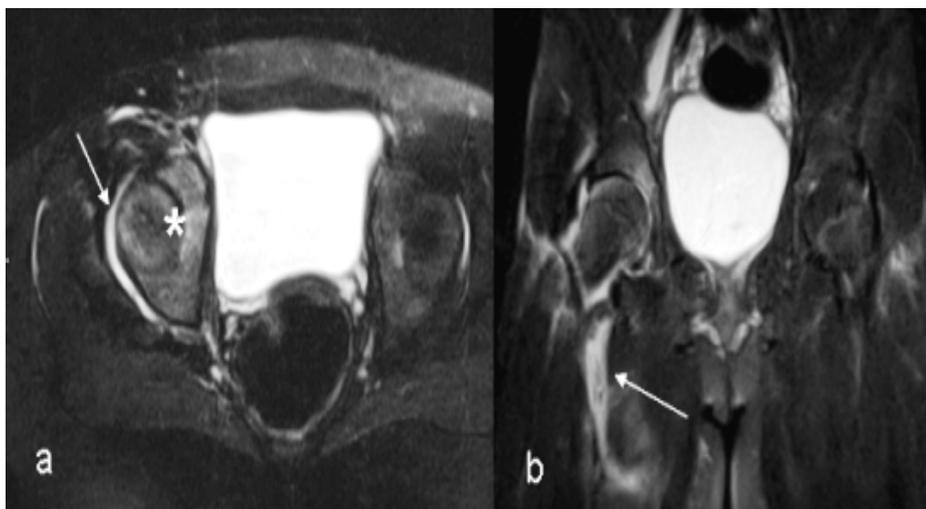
a) RM, Assiale FSE T2 Fat-sat: Versamento intra-articolare nell'ambito dell'articolazione coxo-femorale di destra (freccia). Incremento di segnale della testa femorale e dell'acetabolo di destra, rispetto all'arto controlaterale, da riferire ad edema intraspongioso (asterisco).
